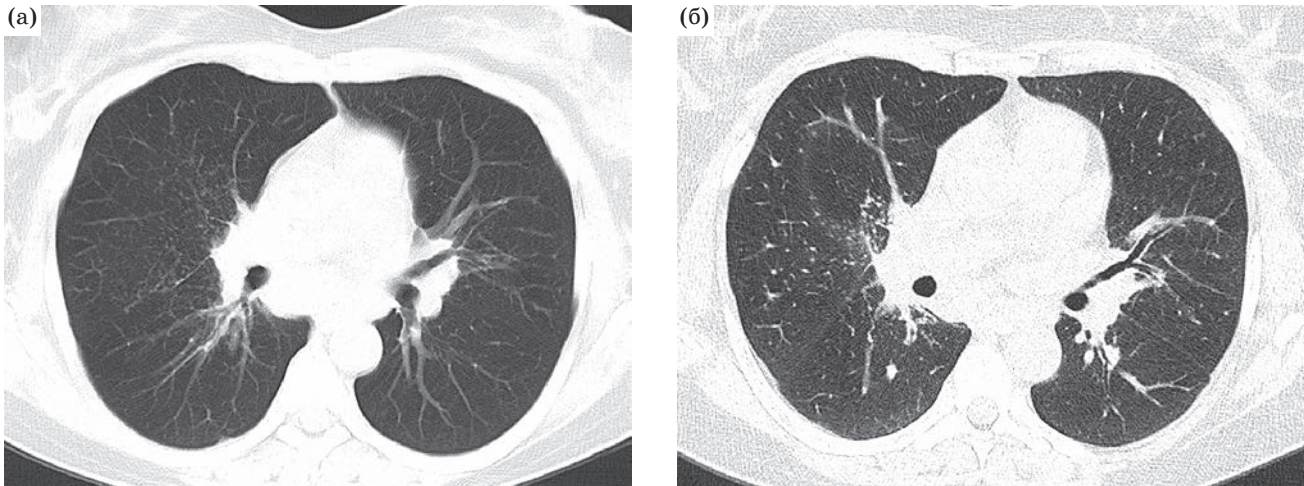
СКТ органов грудной клетки той же пациентки за 2007 г. (а) и 2008 г. (б).
